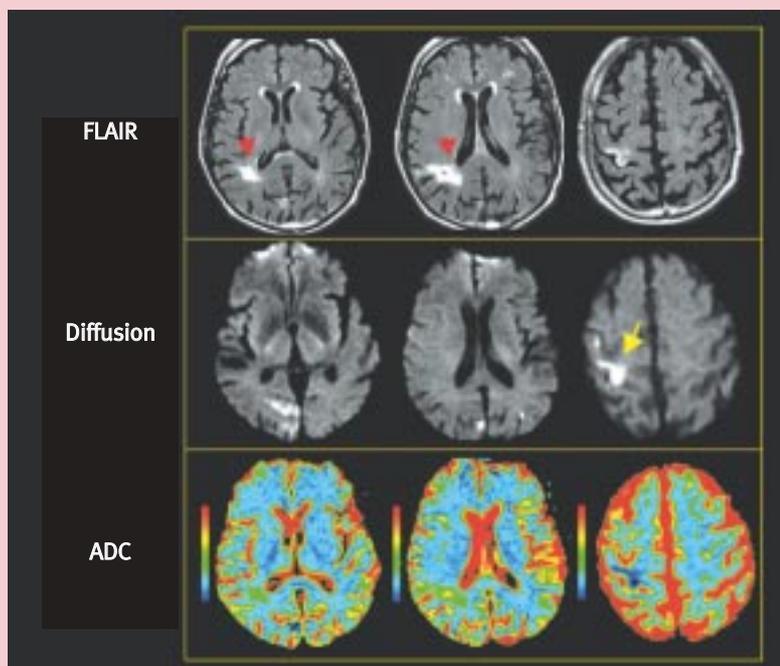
Accidents ischémiques multiples d'origine cardiaque (AC/FA). Déficit brutal du membre supérieur gauche. Lésion ischémique aiguë en hypersignal en diffusion (flèche jaune) dans la région de la motricité de la main avec baisse d'ADC. D'autres lésions asymptomatiques sont en hypersignal FLAIR et en diffusion. Elles sont distribuées dans plusieurs territoires artériels, évoquant en premier lieu des embolies d'origine cardiaque. Noter que certaines lésions (flèches rouges) sont visibles en FLAIR mais pas sur les images de diffusion avec augmentation de l'ADC (en vert) et correspondent à des lésions ischémiques anciennes.
